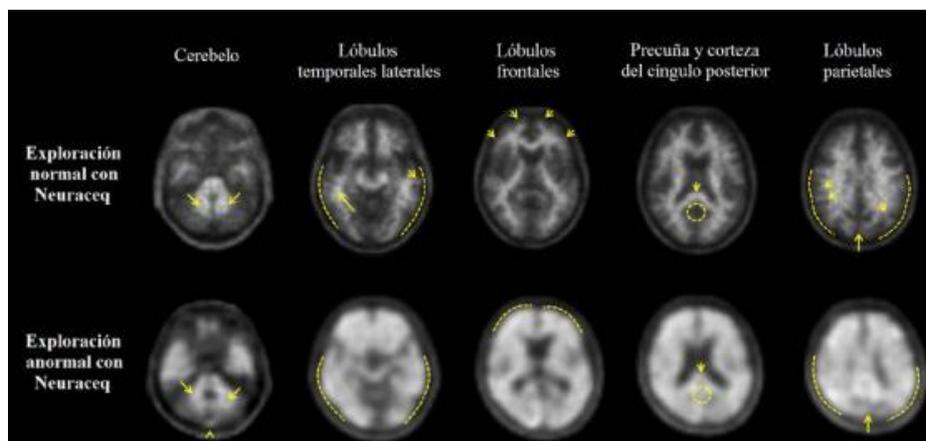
Casos de PET con Neuraceq que muestran ejemplos del estudio PET con Flortbetaben con resultado negativo (fila superior) y positivo (fila inferior).
